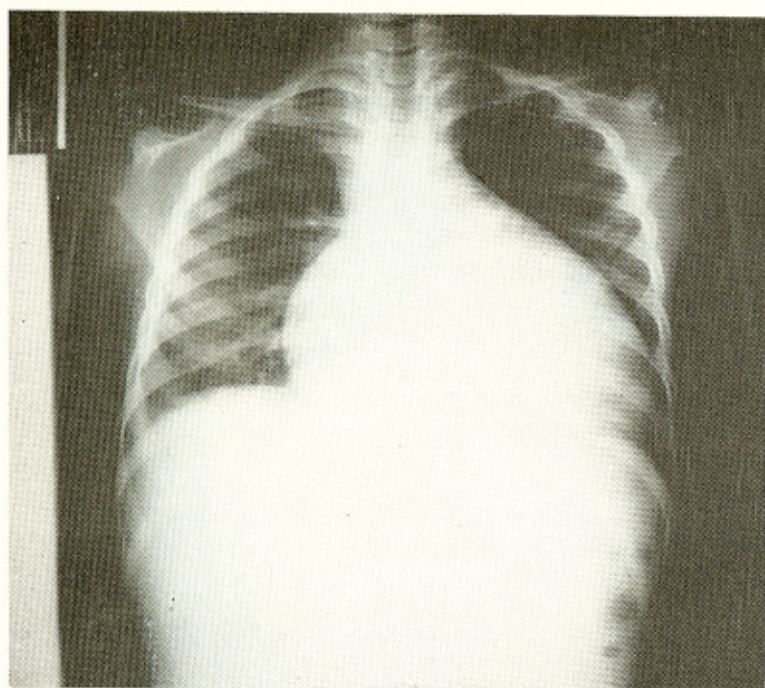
Paciente: M. M. F. S. — radiografia da área cardíaca na posição pósterio-anterior mostrando a importante cardiomegalia global ++++, em índice cardio-torácico de 0,68 e intensa congestão pulmonar.
